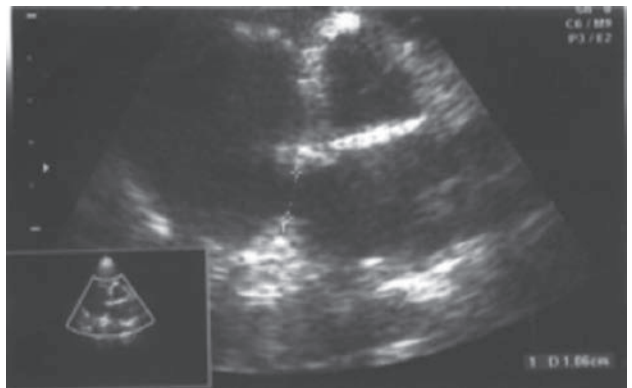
Ecocardiograma. Se logra visualizar un defecto interauricular.
